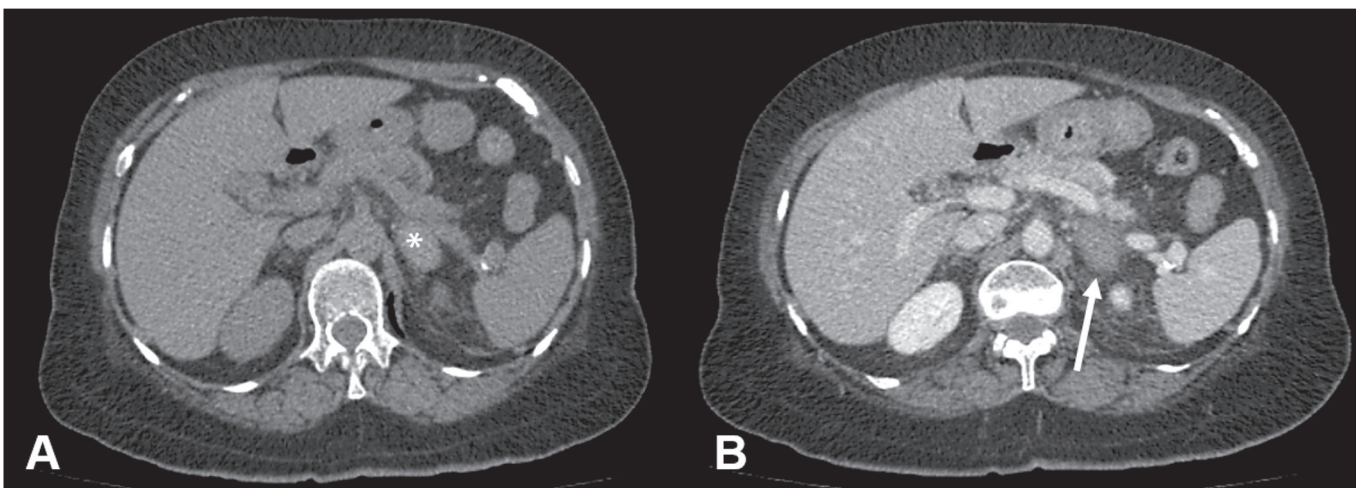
A: TC de abdome axial sem contraste mostra adrenal esquerda de volume aumentado, medindo $2,3 \times 2,6 \times 3,8$ cm, de contornos regulares e bem definidos, com atenuação de 53 UH (asterisco). B: TC axial após utilização de contraste intravenoso demonstra ausência de realce (seta).
